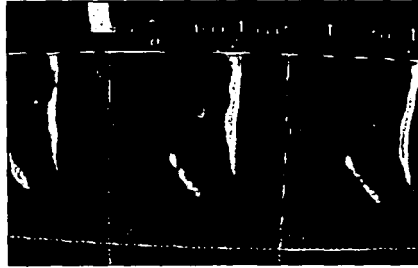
(TAC muestra la calidad y cantidad de hueso)
